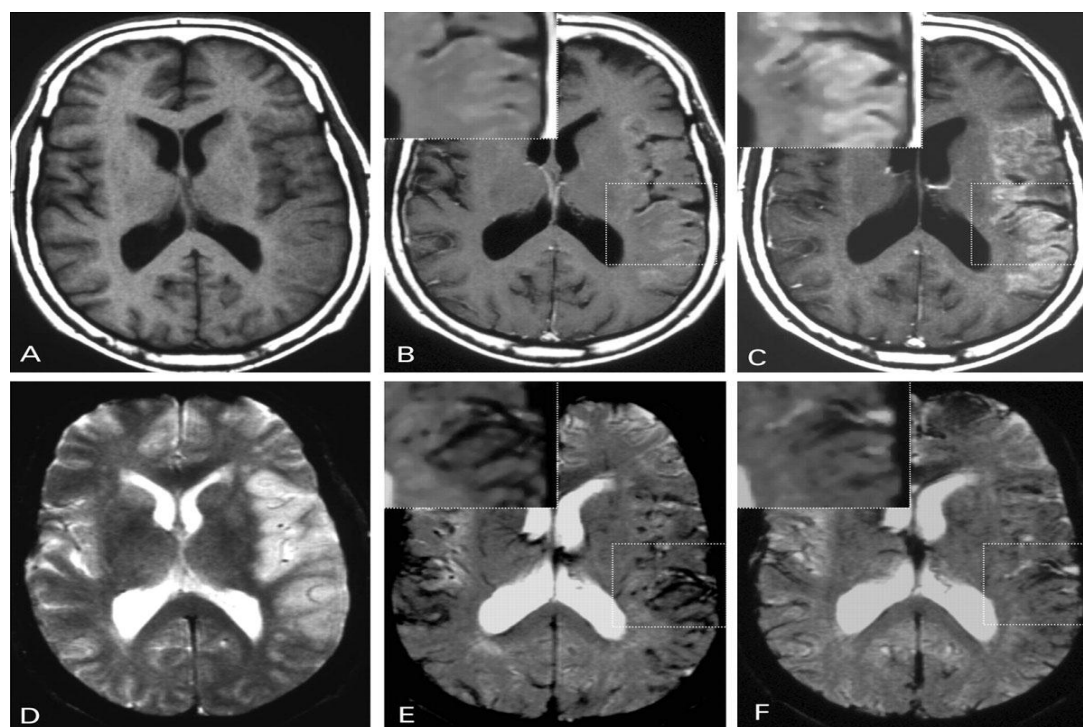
МРТ пациента, перенесшего ишемический инсульт.
